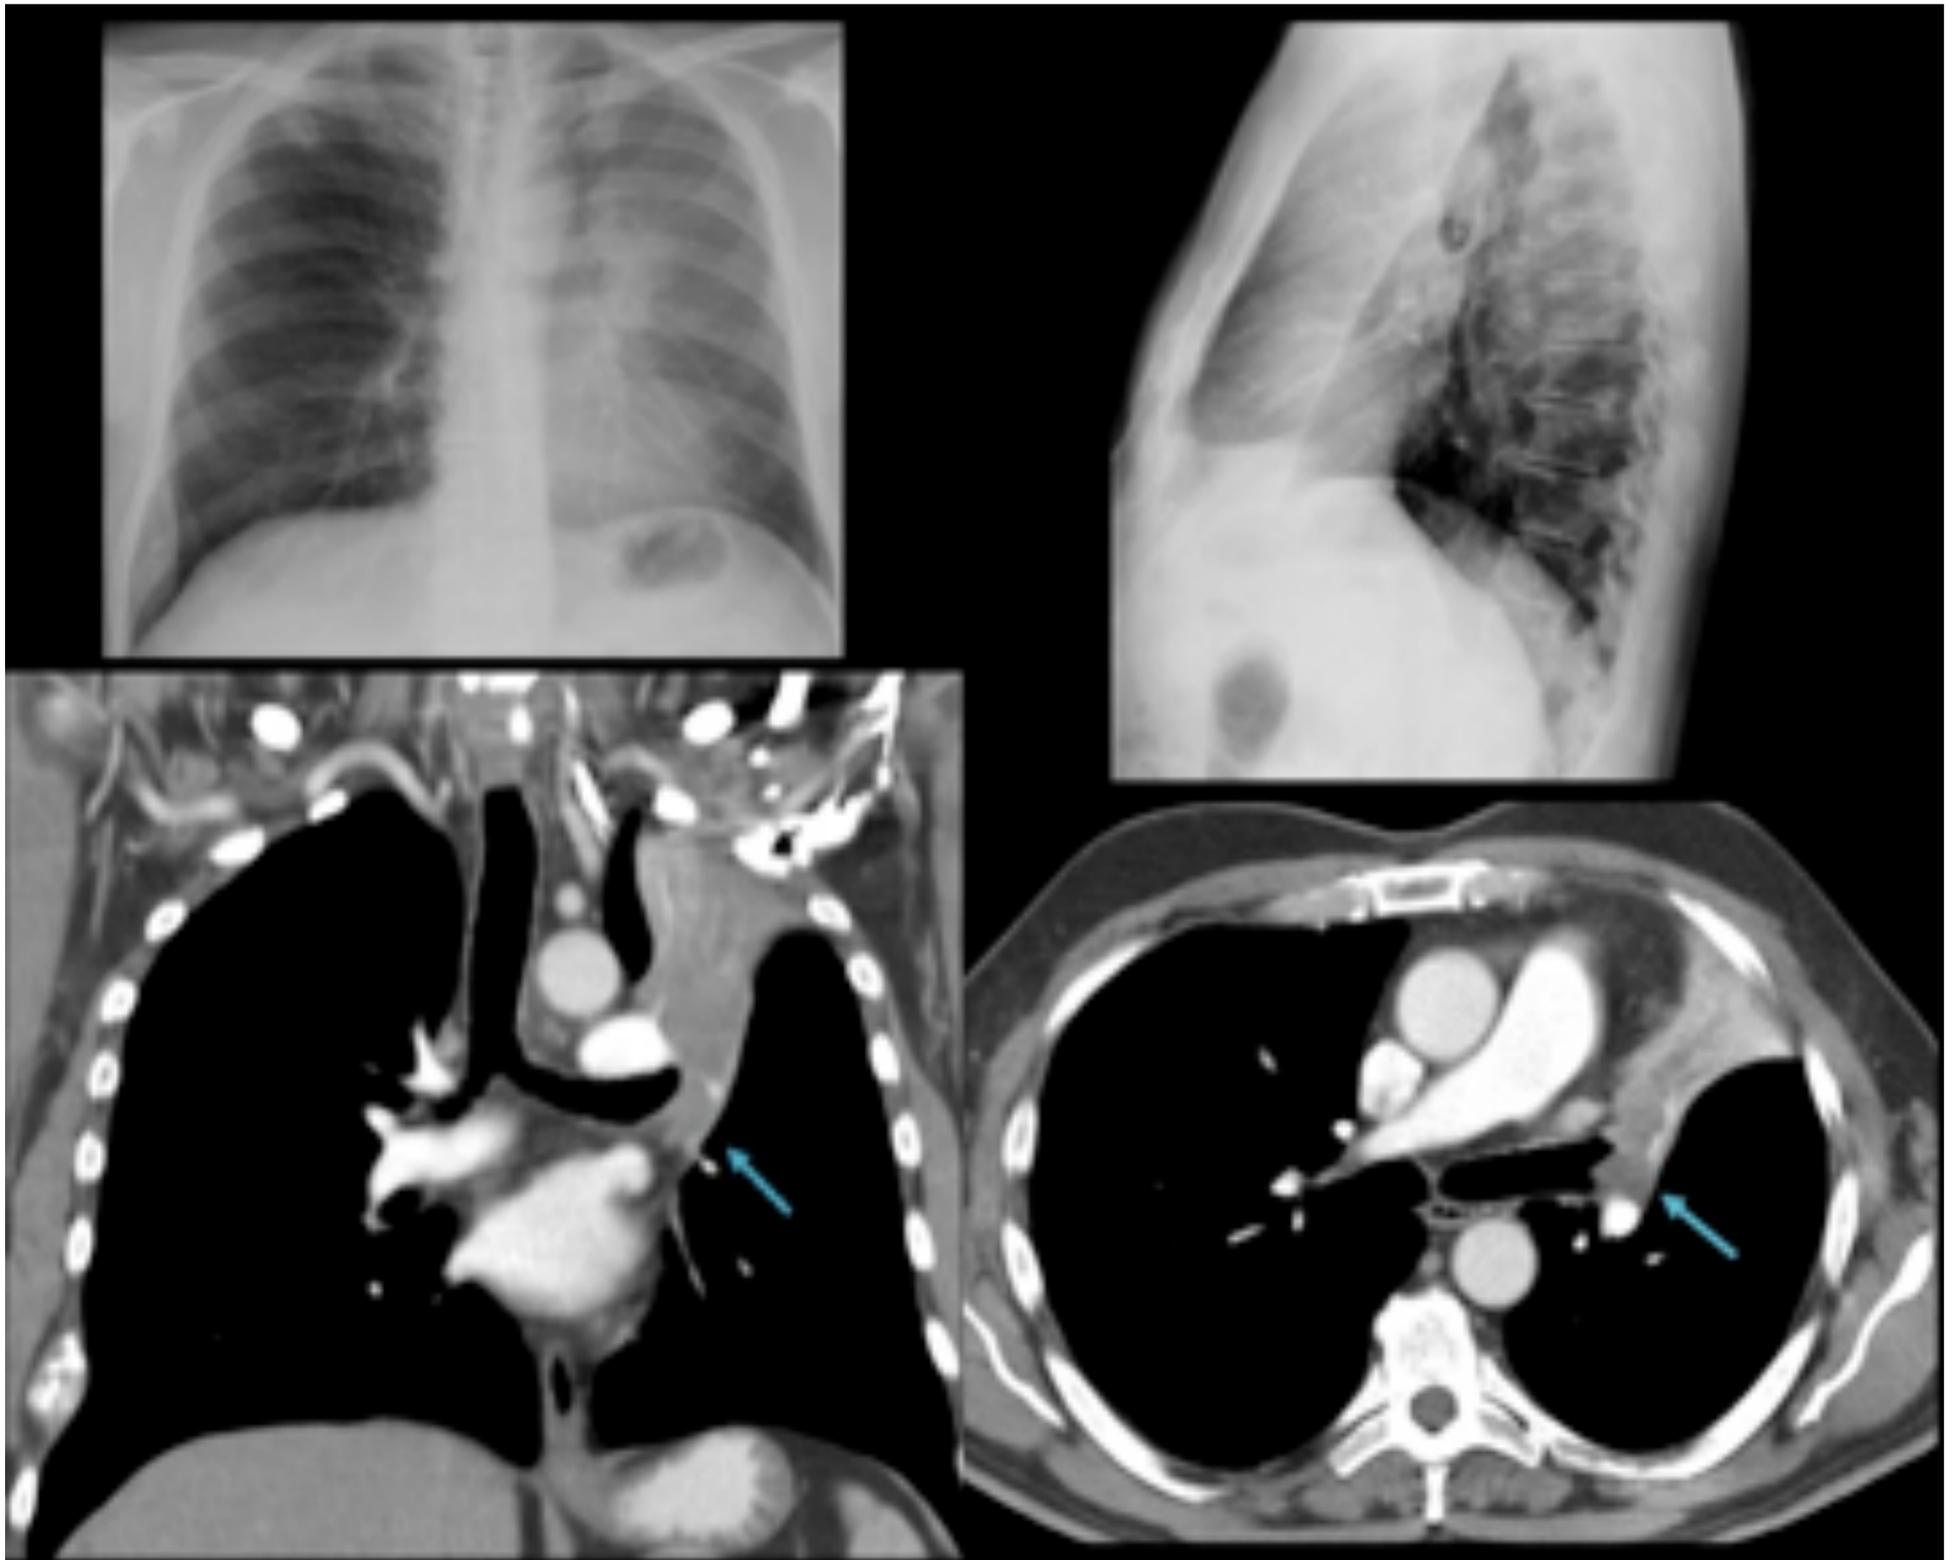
Paciente de 68 años que consulta por hemoptisis franca. A y B) Radiografía PA y lateral muestra una pérdida de volumen del parénquima pulmonar izquierdo con un aumento de la densidad que borra la silueta cardíaca, desplazamiento mediastínico ipsilateral e hiperinflación compensatoria del lóbulo inferior izquierdo, todo ello compatible con colapso del lóbulo superior izquierdo. (C) Corte coronal y D) Corte axial confirman la presencia de una masa hiliar que produce una obstrucción del bronquio principal izquierdo con un colapso del lóbulo superior ipsilateral.
